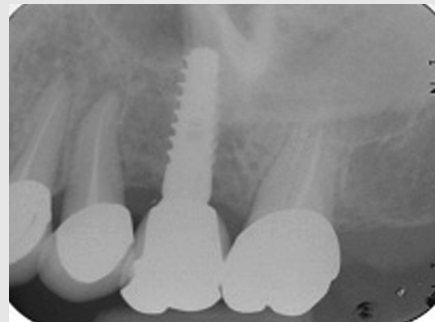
Radiographic view after final restoration.
